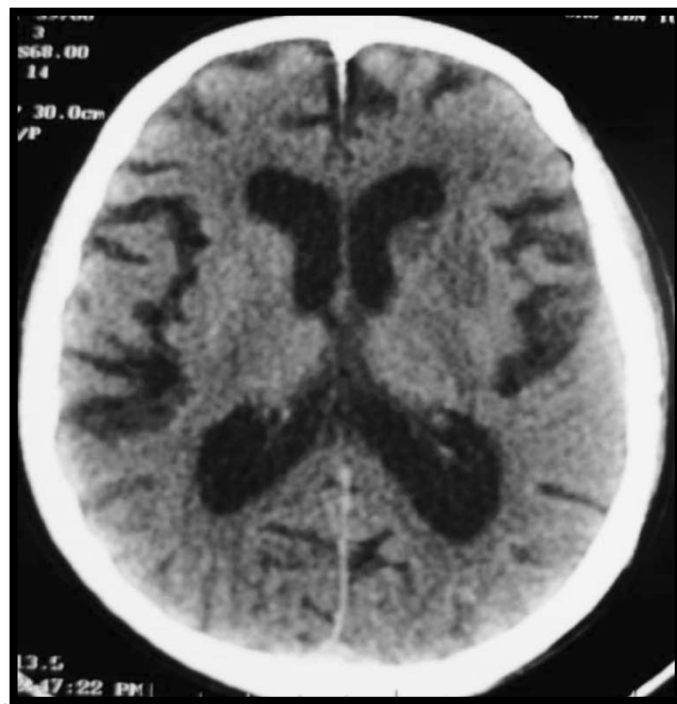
TDM cérébrale montrant un AVC itératif avec atrophie cortico-sous-corticale .
